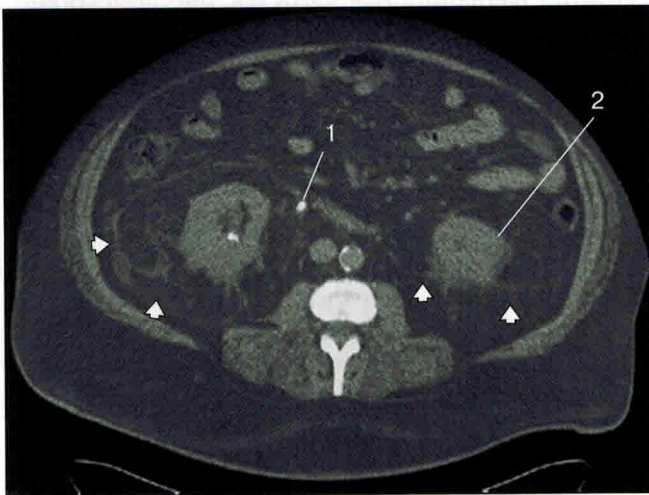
Компьютерная томограмма без контрастного усиления показывает полную блокаду правой и частичную левой почки вследствие мочекаменной болезни (слева камень не виден). Отечная жировая клетчатка вокруг каждой почки и камень в расширенном правом мочеточнике. 1 — камень в правом мочеточнике, 2 — нижний полюс левой почки. Головки стрелок указывают на отечную жировую ткань.
